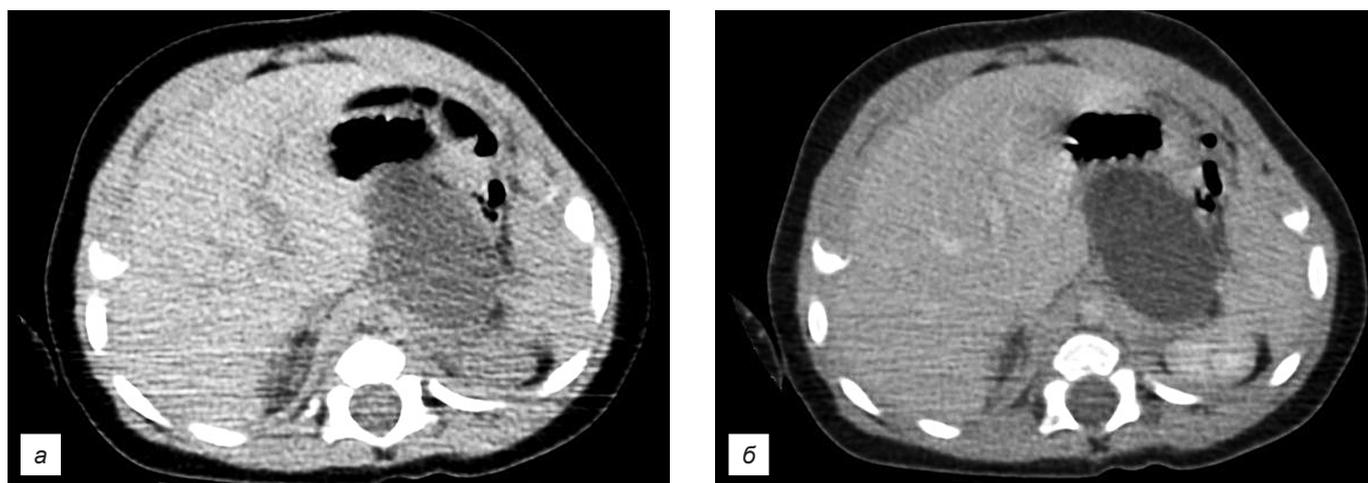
Компьютерная томография органов брюшной полости: *a* – без контрастного усиления; *б* – с контрастным усилением. Определяется жидкостное образование однородной структуры с ровными чёткими контурами, размером 42 × 27 × 25 мм.
